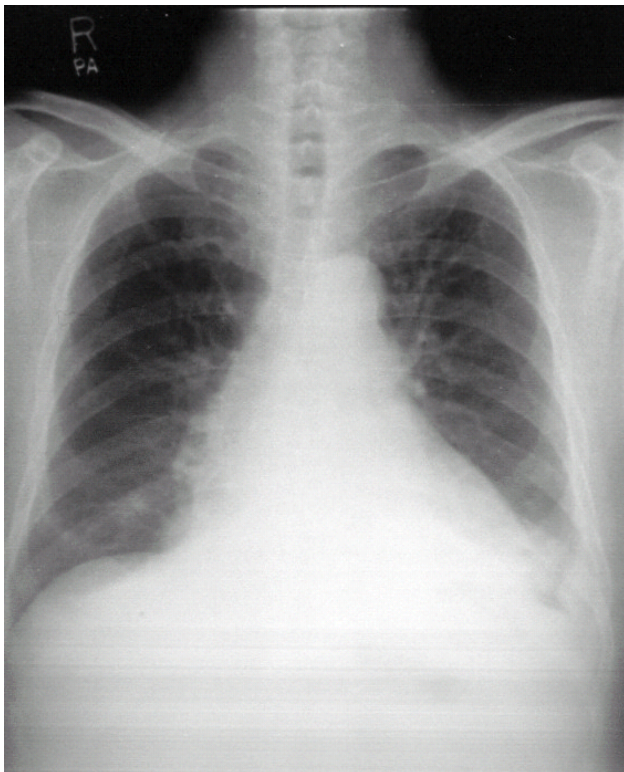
Initial chest X-ray of the patient shows cardiomegaly, minimal pulmonary edema and left pleural effusion.
